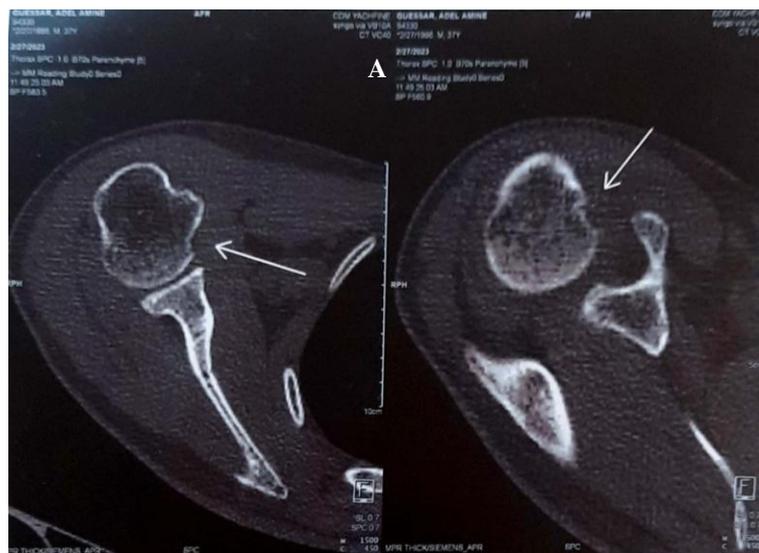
TDM de l'épaule droite, SPC
